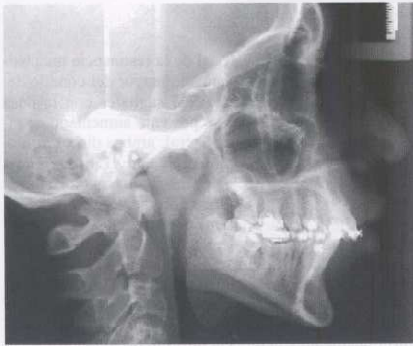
Telerradiografía lateral. En esta telerradiografía lateral del cráneo se puede distinguir la discrepancia entre los bordes basales mandibulares derecho e izquierdo.
